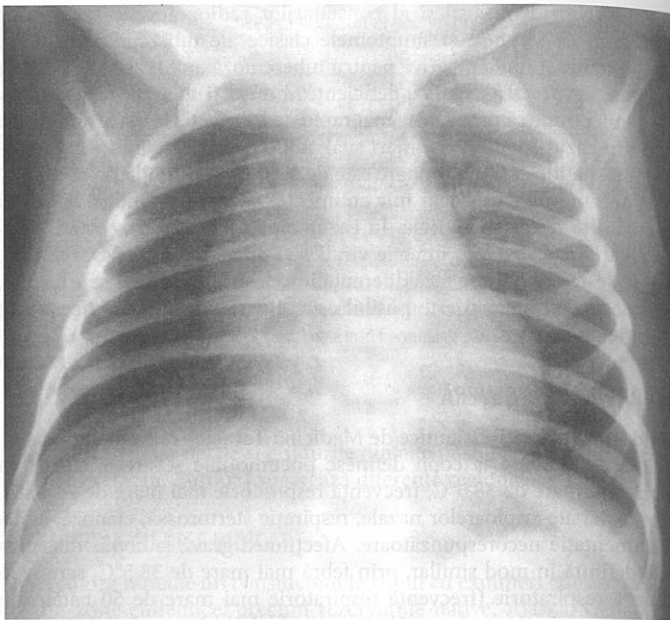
Același copil ca în Figura 125-1, cu radiografie efectuată în inspir corespunzător. Observați că rotația persistentă (vezi clavicula) produce o diferență falsă în densitatea plămânului stâng și drept. [Imagine utilizată cu amabilitatea Spitalului pentru Copii BC, Vancouver, British Columbia, Canada.]
